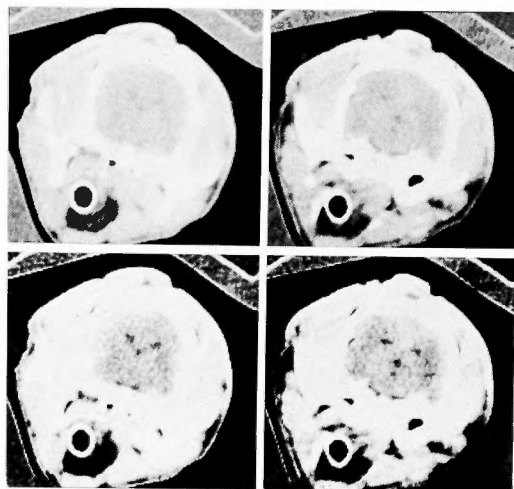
CT scan in the same case in Figure 6 revealed no abnormalities.
